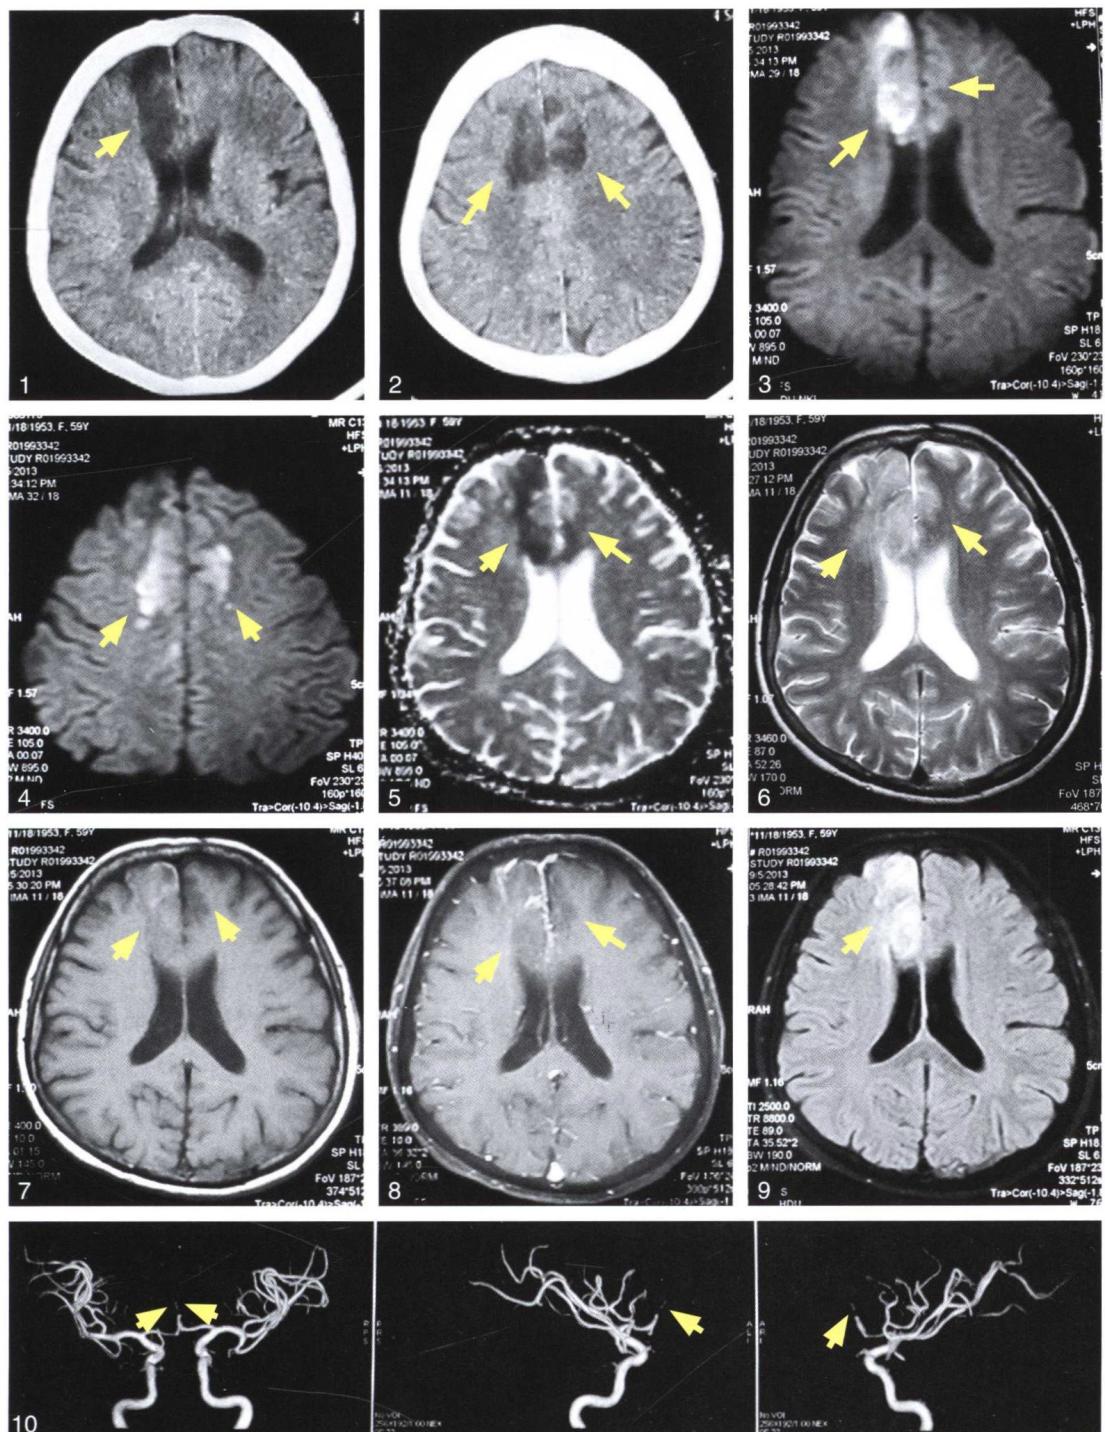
1、2：发病第7天颅脑CT示双侧额叶低密度病灶。3~9：发病第8天行颅脑MRI平扫+增强+DWI，DWI（3、4）示双侧额叶病灶呈高信号，右侧额叶病灶中混杂低信号，ADC图（5）相应部位为低信号，提示近期梗死灶，T₁加权（6）为混杂高信号，T₂加权（7）为混杂低信号，增强（8）显示病灶内有强化，FLAIR序列（9）相应部位为混杂高信号，提示近期梗死合并出血可能性大。10：发病第9天颅脑MRA提示双侧大脑前动脉A2段及远端血管闭塞。病变部位如黄色箭头所示。
